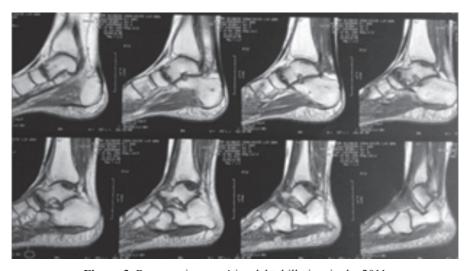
Resonancia magnética del tobillo izquierdo, 2011
